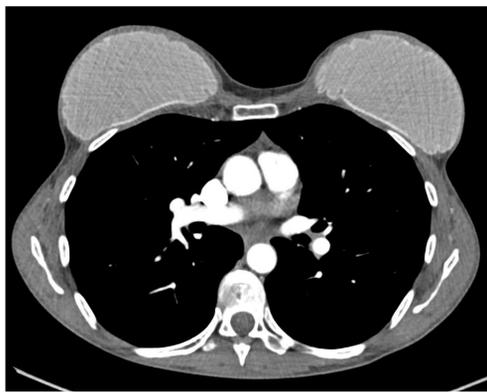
TC de tórax de paciente portadora de implantes mamarios bilaterales en transversal, sagital y coronal en volumen rendering (VR)
